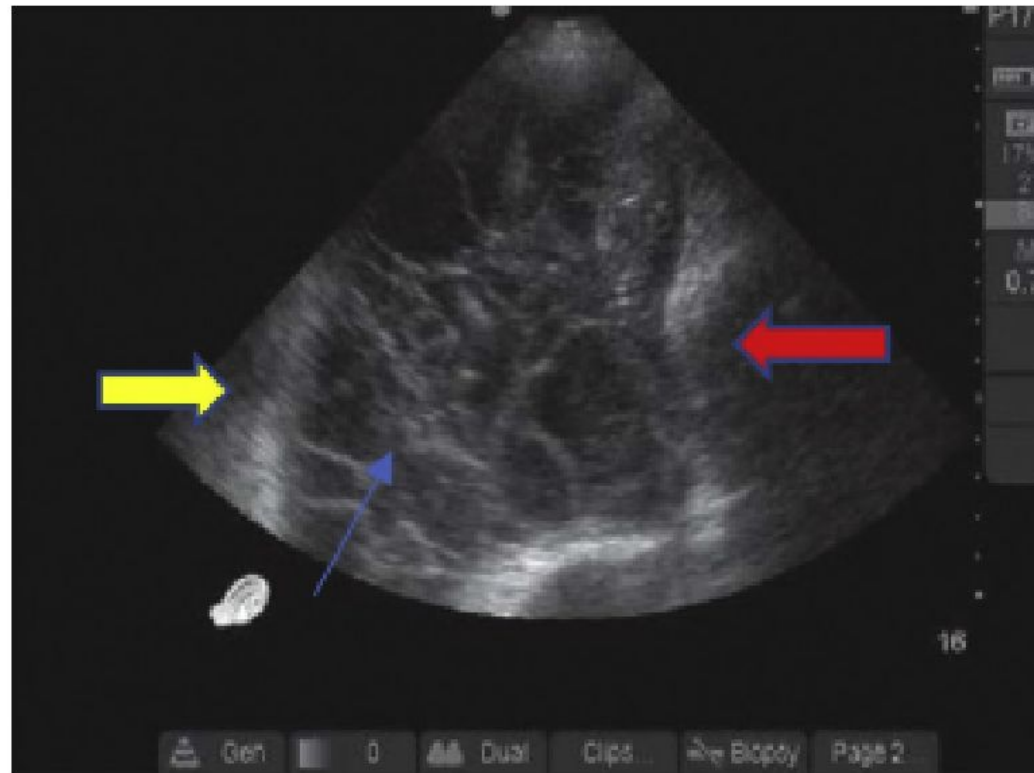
Ultrasound image with septations. Blue arrow = septations; red arrow = diaphragm; yellow arrow = compressed lung.
